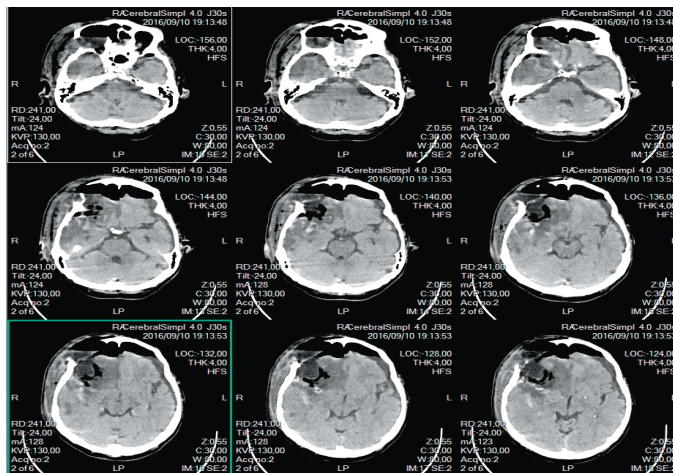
Tomografía Axial de cráneo simple, luego de la resección del tumor.
